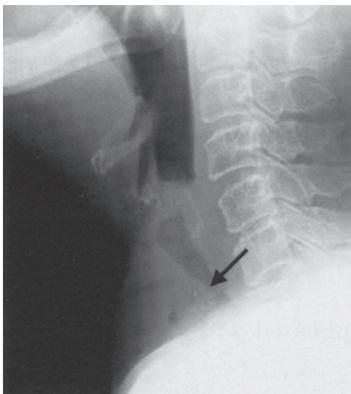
Findings of radiography show stenosis of the trachea (arrow).
